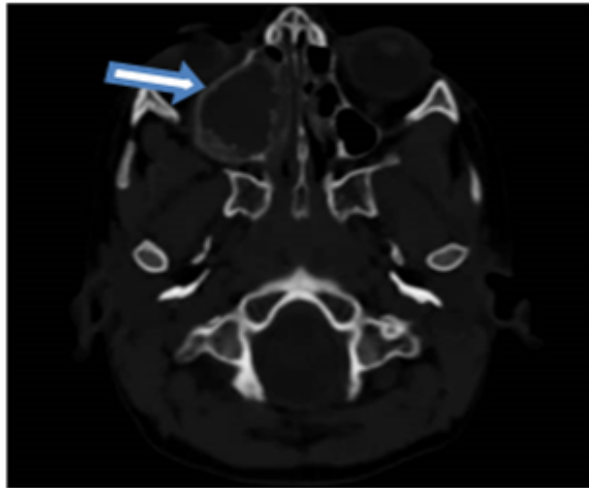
Reconstrucción axial en la TAC se observa un área mixta (lítica y esclerótica), de límites definidos, con matriz en vidrio deslustrado en hemiarcada maxilar superior derecha y seno maxilar extendiéndose al piso orbitario, fosa pterigopalatina y septum nasal homolateral. (Imagen de los autores).
